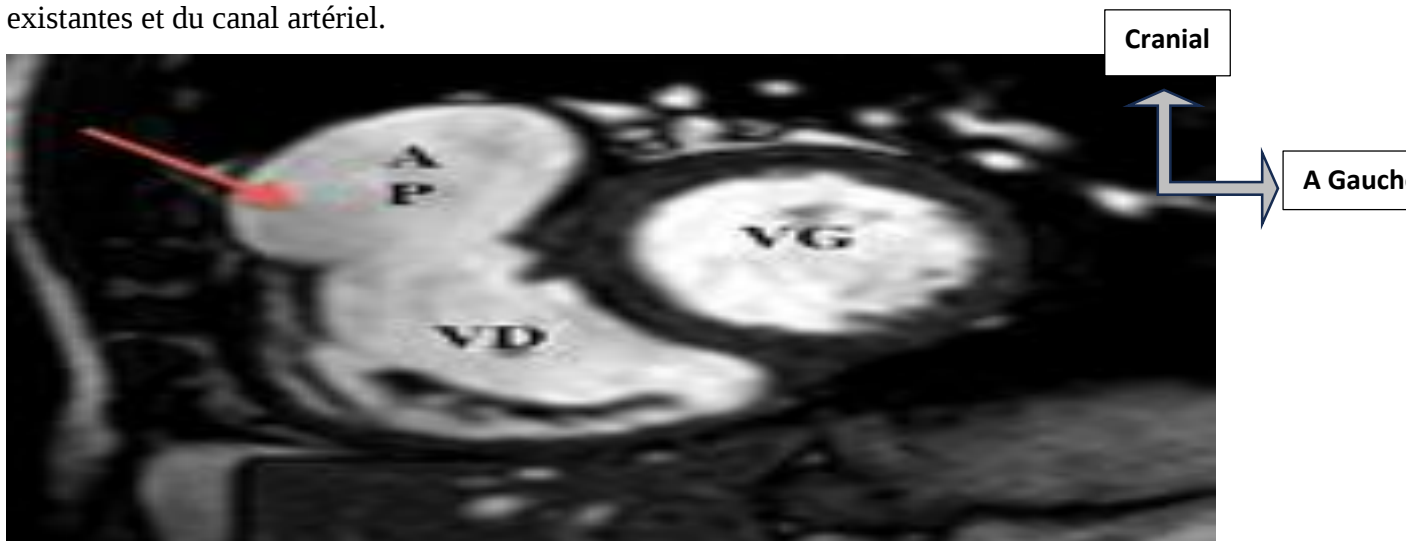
Figure XXVIII: Anévrisme infundibulaire après intervention correctrice d'une TOF en IRM dans le plan de la voie de sortie droite (voir flèche rouge)
